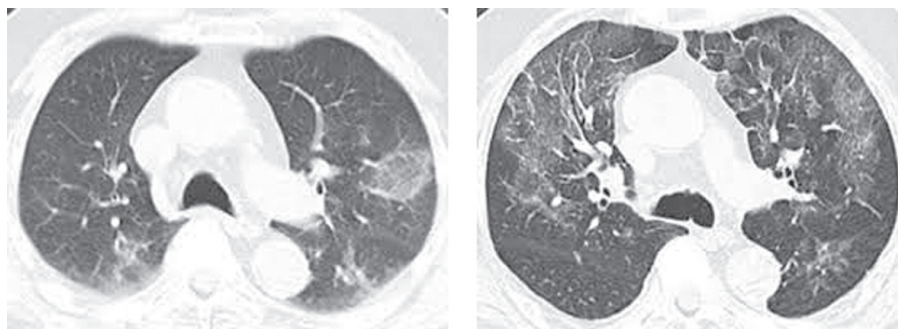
Компьютерная томограмма органов грудной клетки — двусторонние инфильтраты в легочной ткани по типу «матового стекла» [5]
